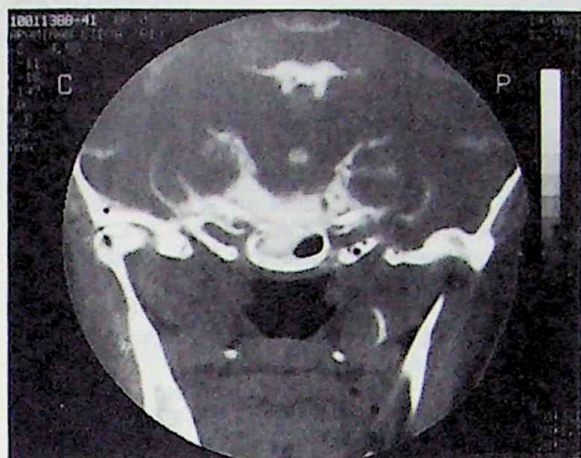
Tomografía computada del macizo craneofacial con administración de lopamidol intratecal: se observa una solución de continuidad en la cara posterior y superior del seno esfenoidal con pasaje del contraste a la porción posterior del mismo.
